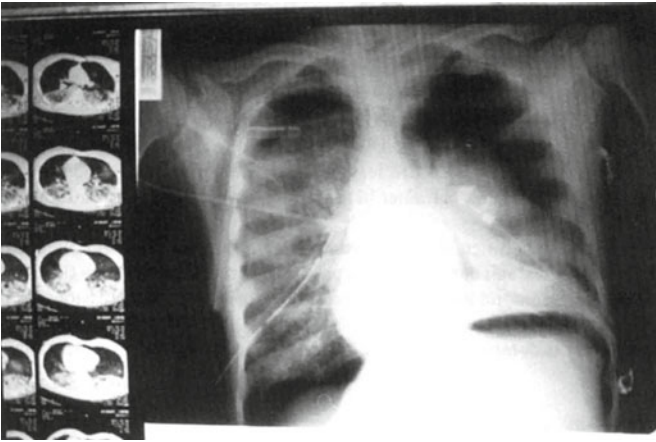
Image de CT-scan thoracique de patient présentant un ARDS secondaire à une contusion pulmonaire, montrant l'accumulation d'œdème dans les parties déclives.
